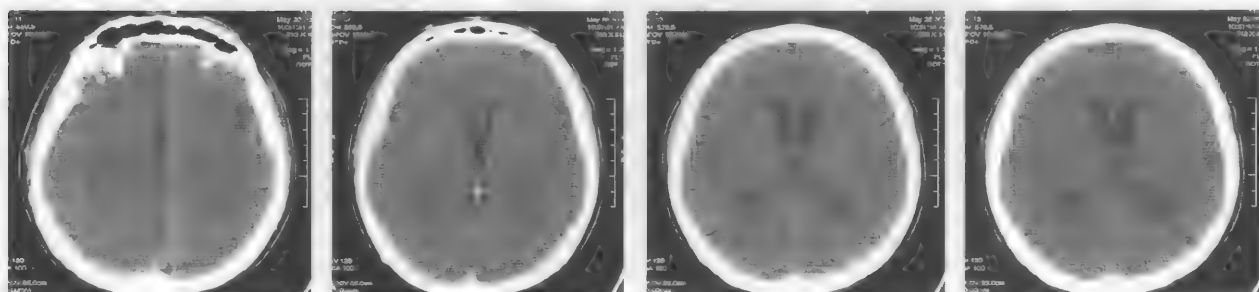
КТ-контроль на 19-й день от начала заболевания. Адекватная санация ликворопроводящей системы, купирование гидроцефалии
